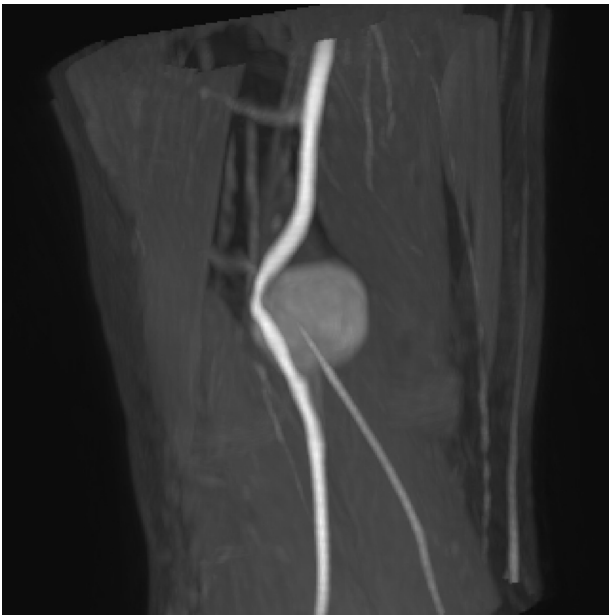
Resonancia magnética de miembro inferior derecho: Masa de 40 mm en fosa poplítea que condiciona la desviación arterial.
